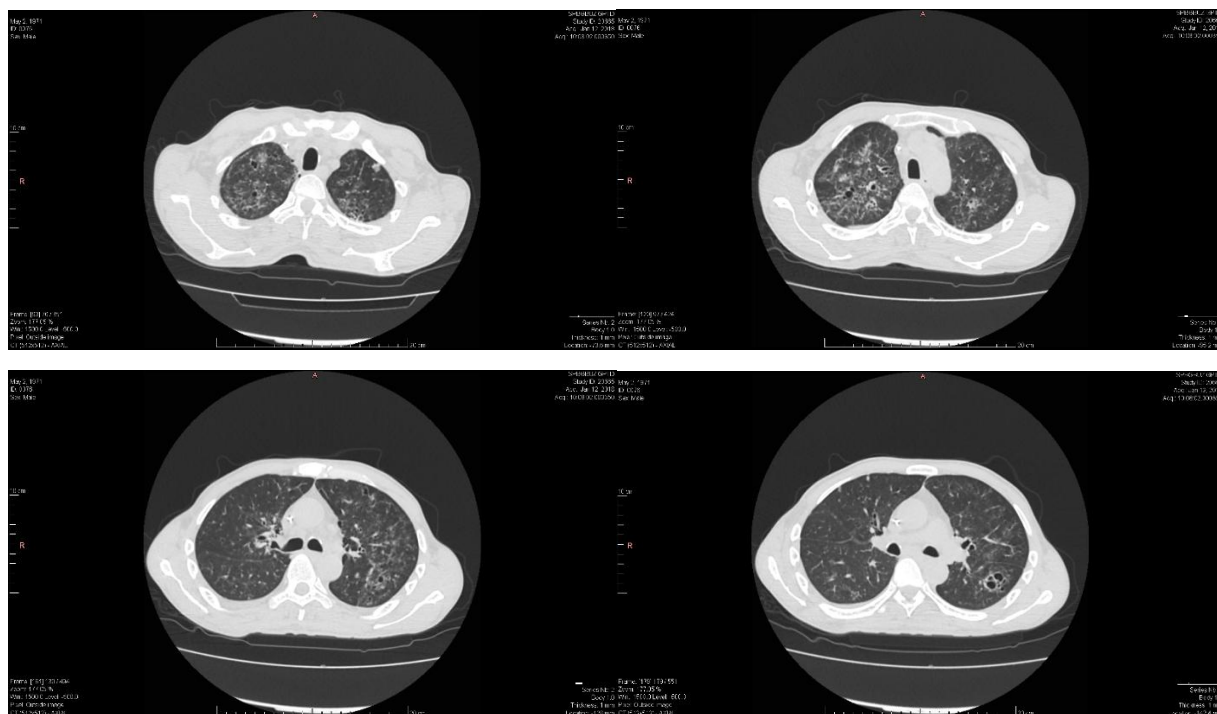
Пациент К. 46 лет. КТ органов грудной клетки от 12.01.2018 г.
